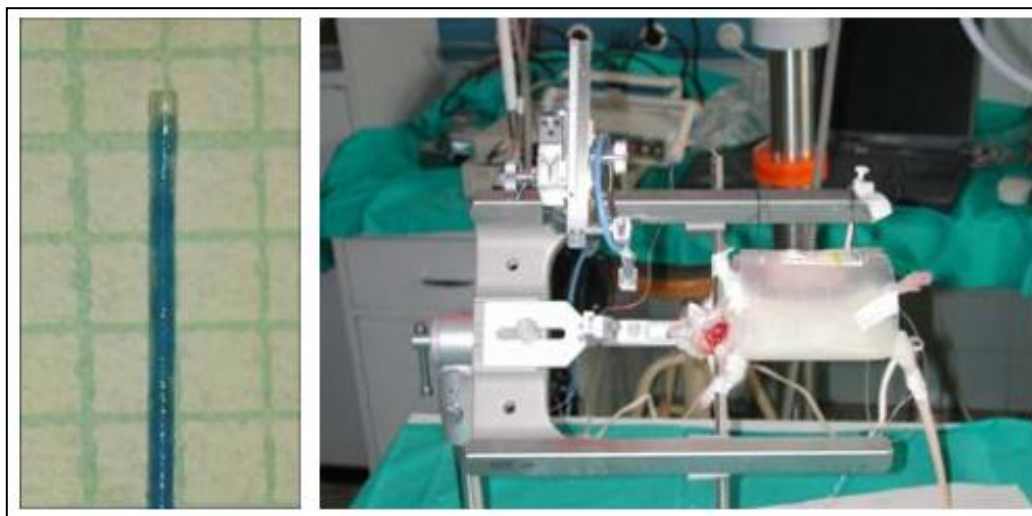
Izquierda: filamento intraluminal. Derecha: rata anestesiada y colocada en un marco estereotáxico, a la que se le va a medir el flujo sanguíneo cerebral mediante láser Doppler.
